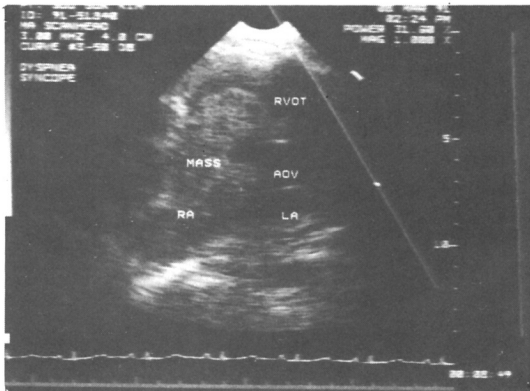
2-D Parasternal short axis view demonstrated right atrial mass protruding into right ventricular outflow tract and pulmonary valve.
